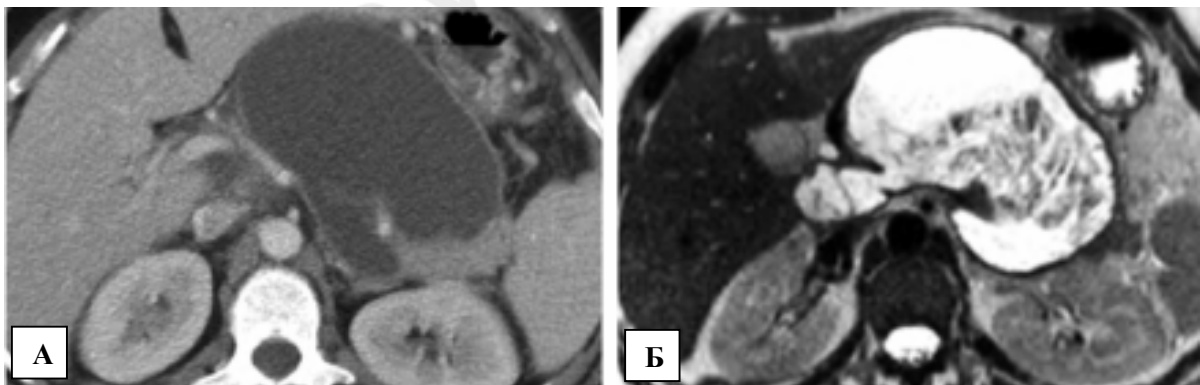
КТ-картина некротизирующего панкреатита: *А* — контраст-усиленная КТ поджелудочной железы, жидкостное скопление в проекции сальниковой сумки, определяется часть тела и хвоста железы; *Б* — МРТ этого же пациента — скопление не является однородным, содержит секвестры
